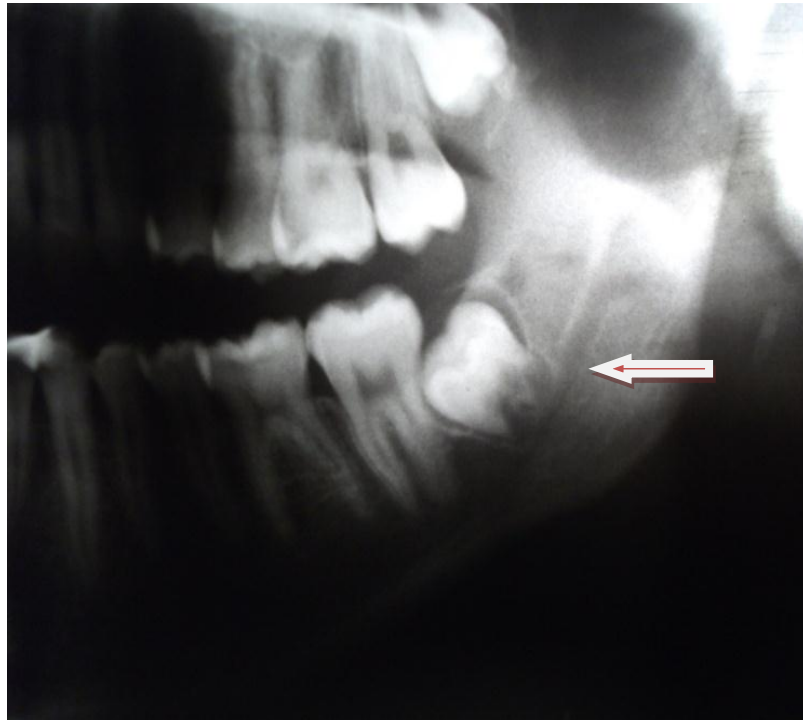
Radiografía de un paciente de 15 años
